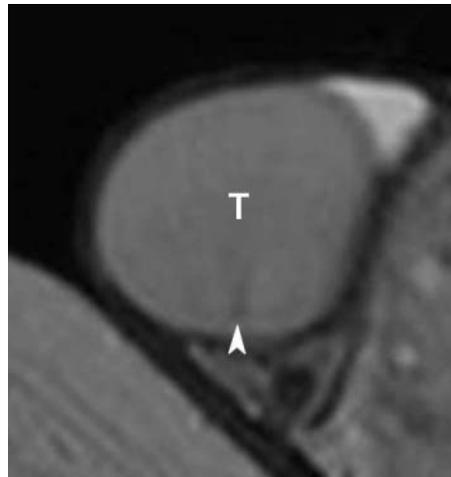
Anatomia normale. Immagine assiale RM, T2 pesata, di testicolo normale (T). La struttura dell'organo è omogenea. Il mediastinum testis (punta di freccia) ha aspetto ipointenso
